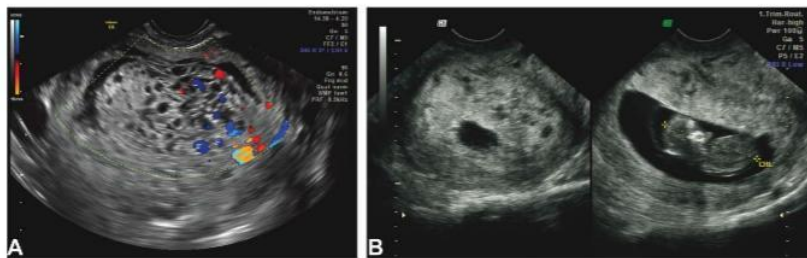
A. Ultrasonography of a complete hydatidiform mole showing an enlarged uterus filled with multiple cystic structures classically gives a snowstorm or bunch of grapes appearance without any associated fetal parts. Color Doppler evaluation may show high-velocity, low-impedance flow. B. Ultrasonogram of partial hydatidiform mole showing greatly enlarged placenta relative to the size of the uterine
